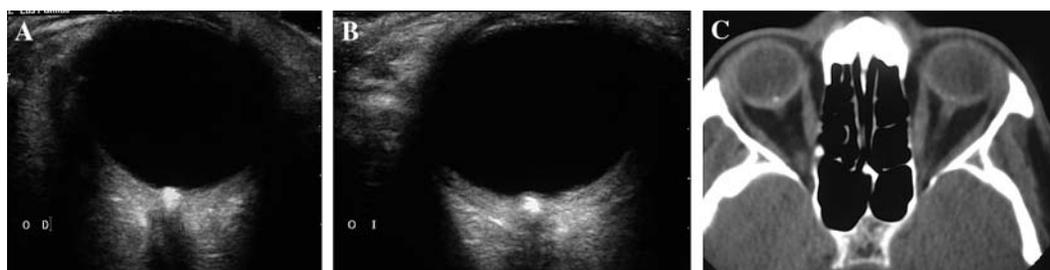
A. Ecografía modo B OD. B. Ecografía modo B OI. C. Tomografía axial computarizada, donde se observan calcificaciones puntiformes en cabeza de nervios ópticos de ambos ojos.
